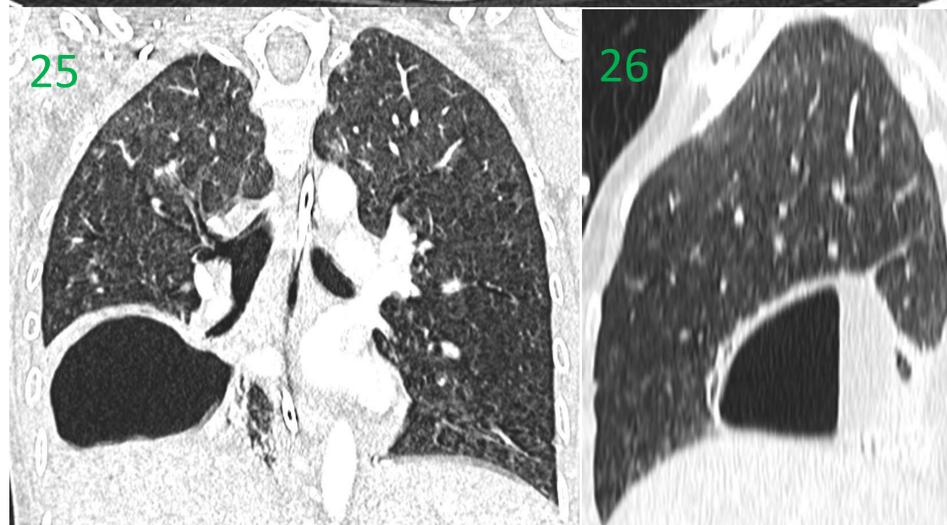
(TC tórax con civ, corte axial, coronal y sagital) cavidad con nivel hidroaéreo basal derecha.
